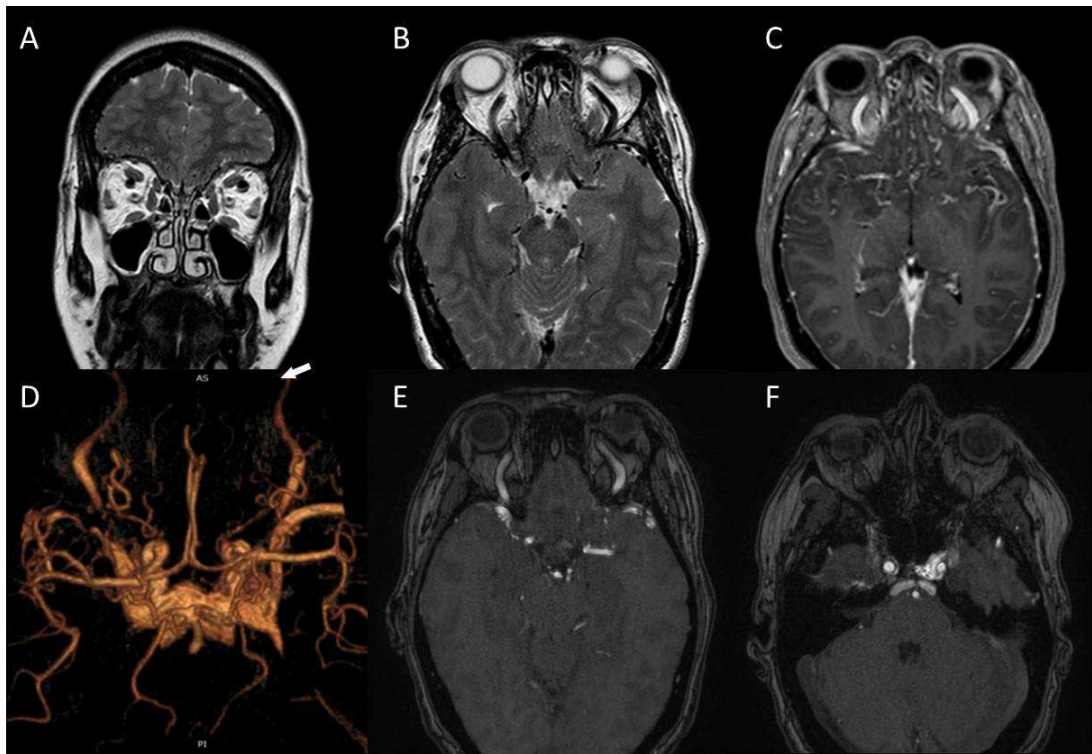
Esame RM con sequenze AngioRM: fistola arterovenosa durale del seno cavernoso complessa. Dilatazione di entrambe le vene oftalmiche superiori apprezzabile alle sequenze TSE T2 coronale ed assiale (A,B) ed alle sequenze post-cottrastografiche (C). Ingorgo venoso del seno cavernoso e delle vene durali con dilatazione ed arterializzazione delle vene oftalmiche superiori allo studio AngioRM TOF (D-E).
